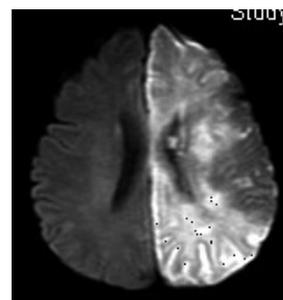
発症翌日MRI 拡散強調画像では，左大脳半球に広範な梗塞の出現をみた。
